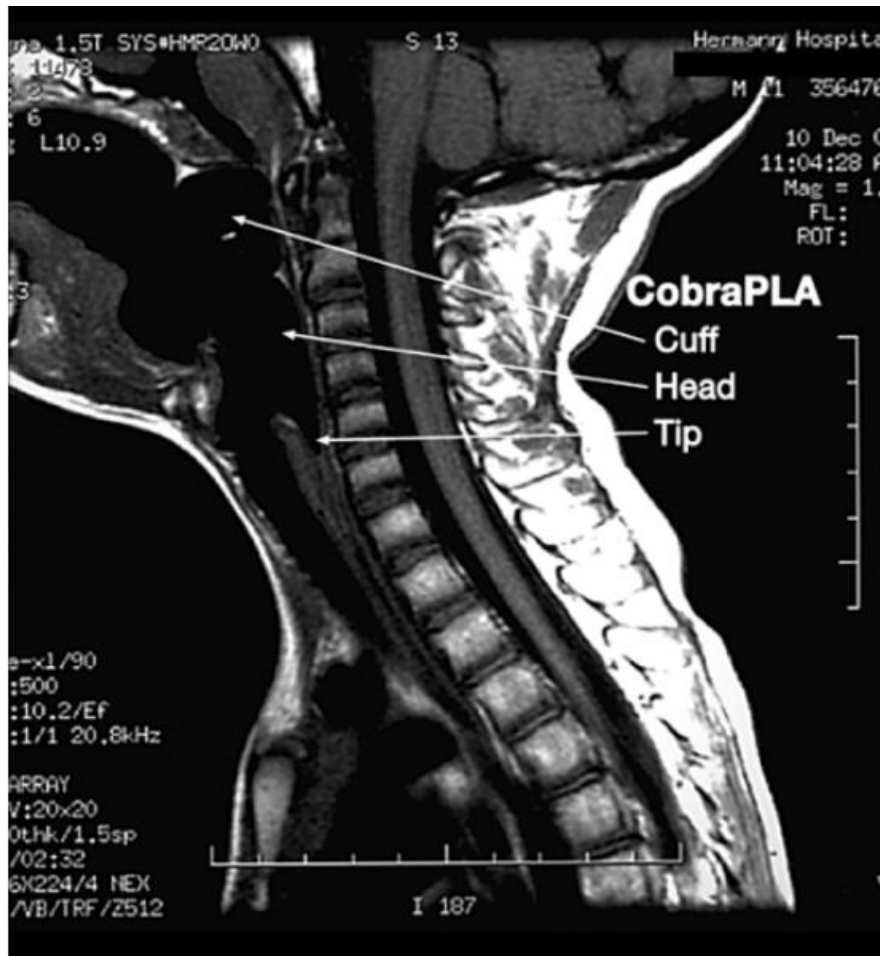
МРТ картинка розташування Cobra PLA® in situ у дитини [9].
